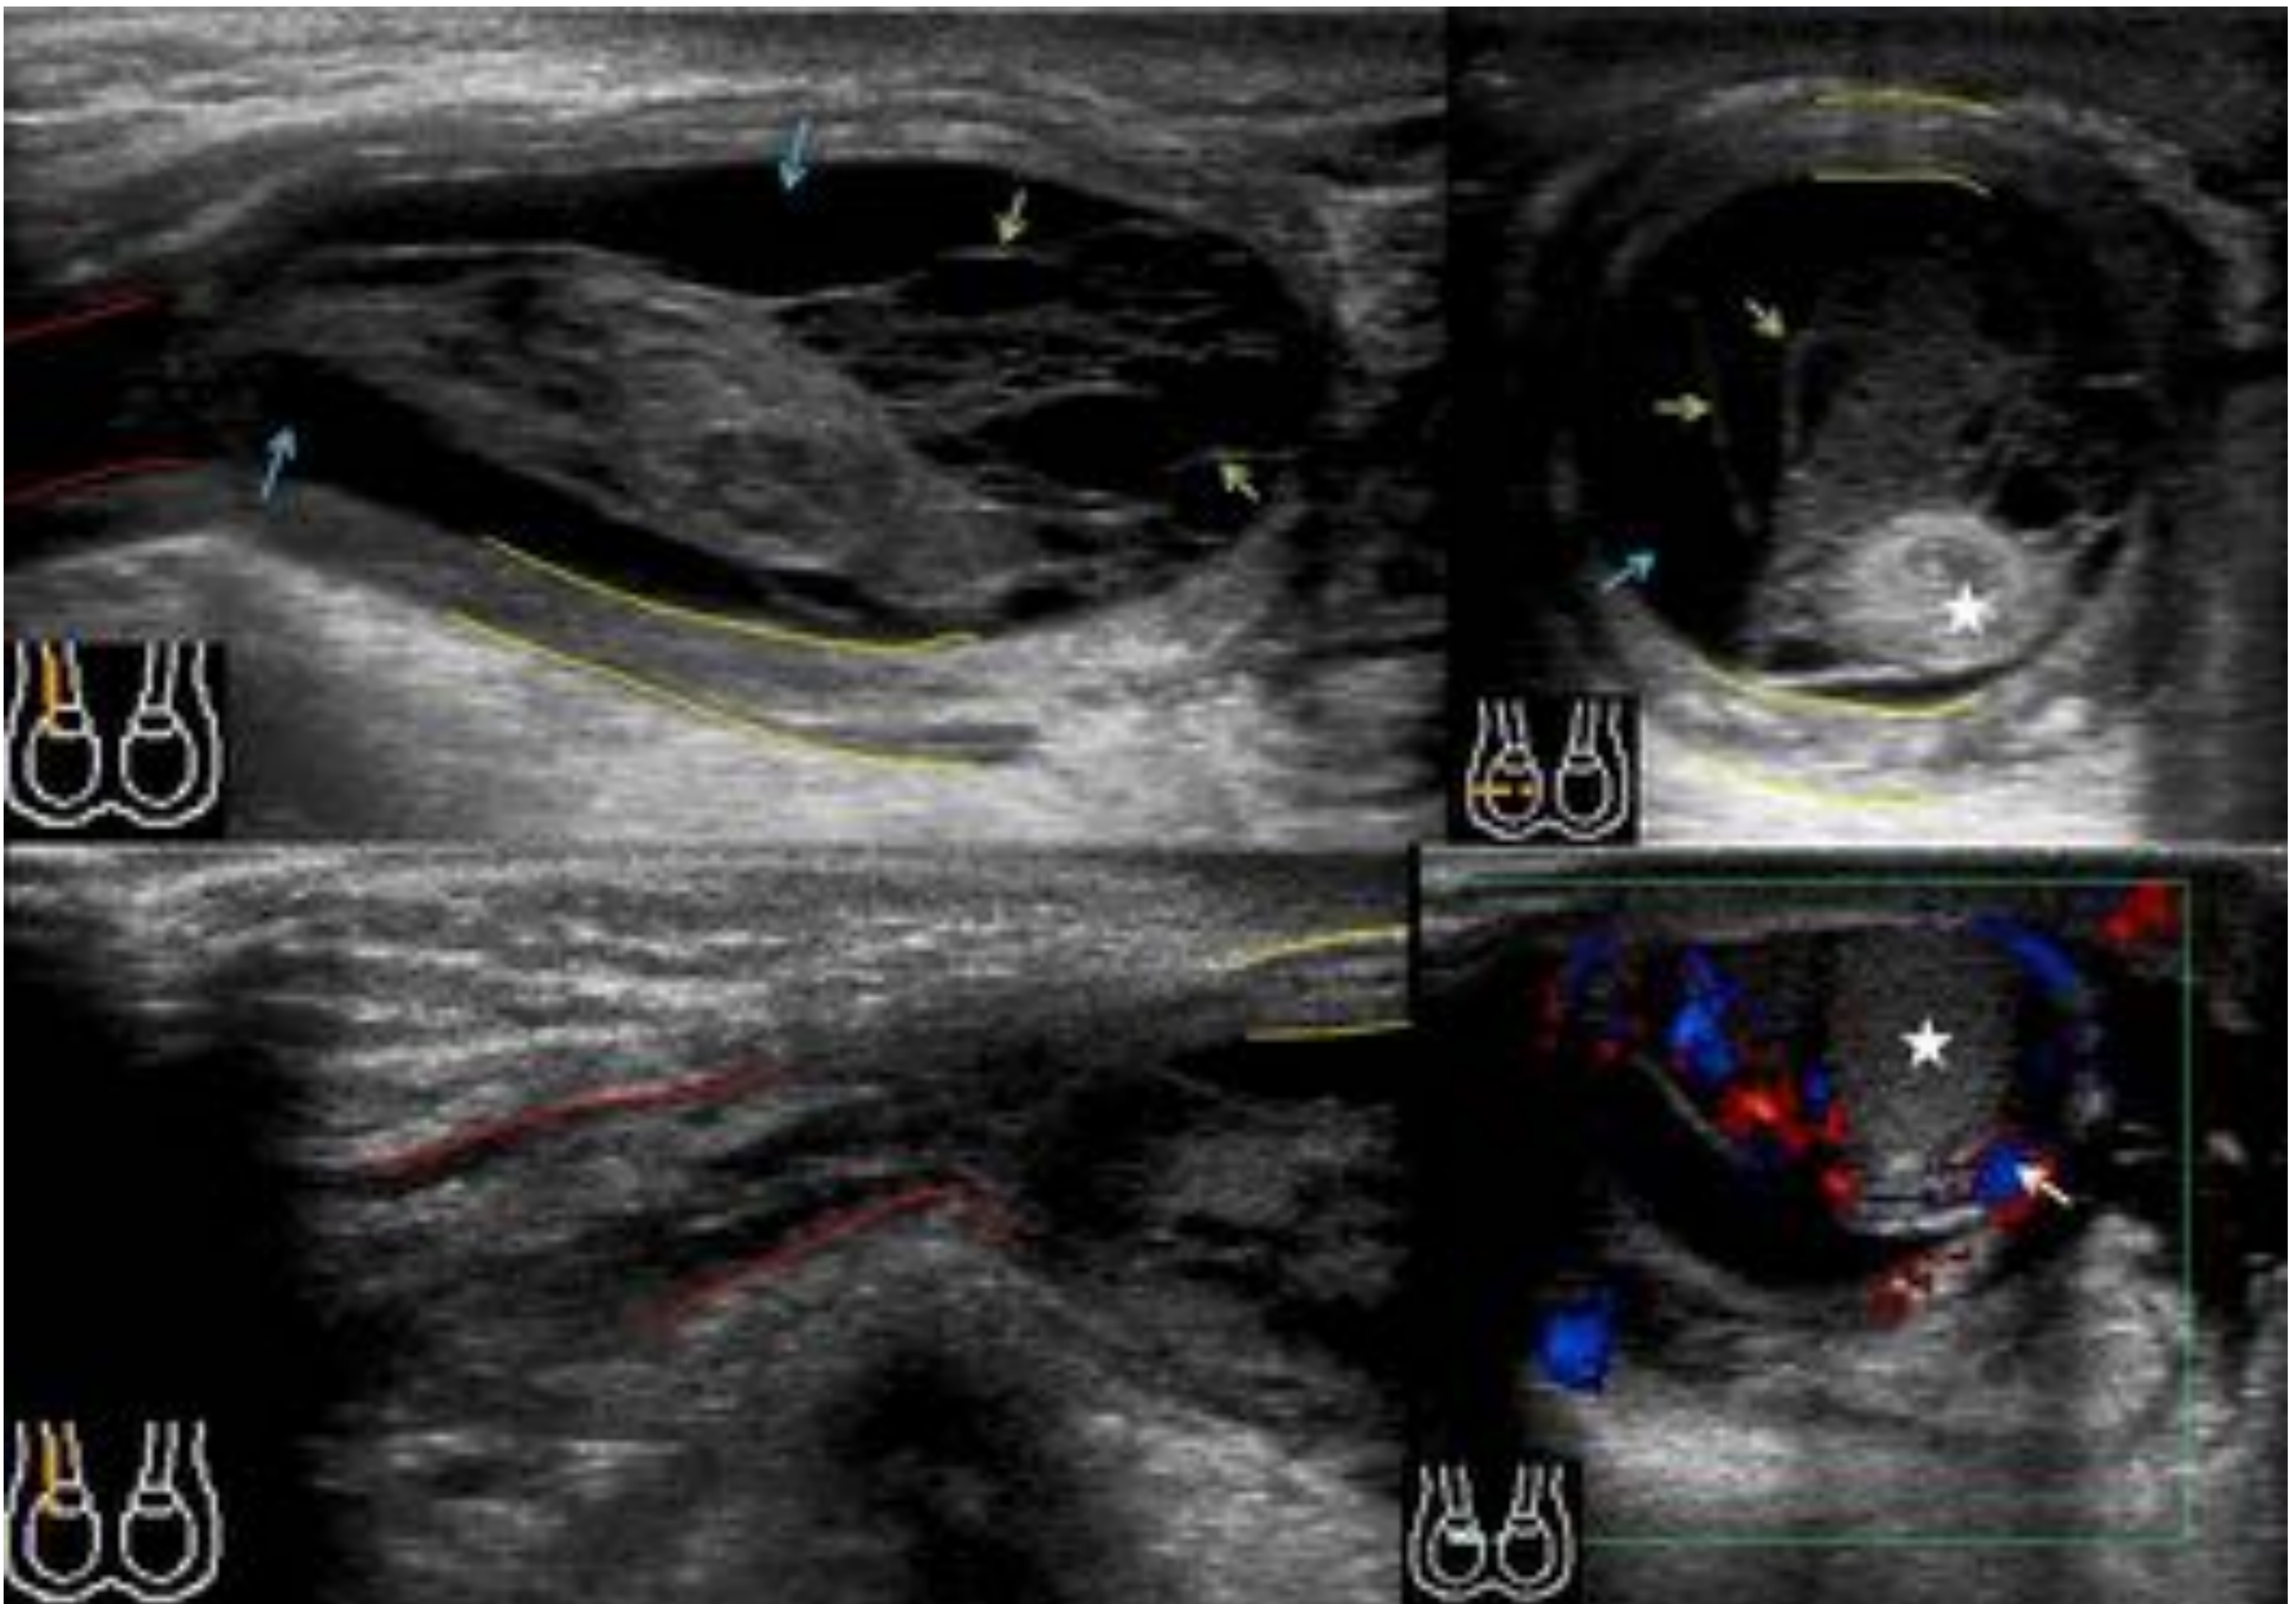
Paciente masculino de 4 meses de edad con escroto enrojecido, duro y aumentado de medida tras traumatismo hace 48 horas. En la ecografía se aprecia importante engrosamiento de las cubiertas escrotales (contorno amarillo) . En la parte mas inferior del canal inguinal derecho (contorno rojo) y extendiéndose al espacio intraescrotal , se observa una gran colección anecoica (flechas azules), con múltiples septos en su interior (flechas verdes) que contacta y desplaza al testículo (estrella). Testículo derecho de tamaño y morfología normal con señal doppler conservada (flecha blanca). Hallazgos compatibles con hematocele traumático .
